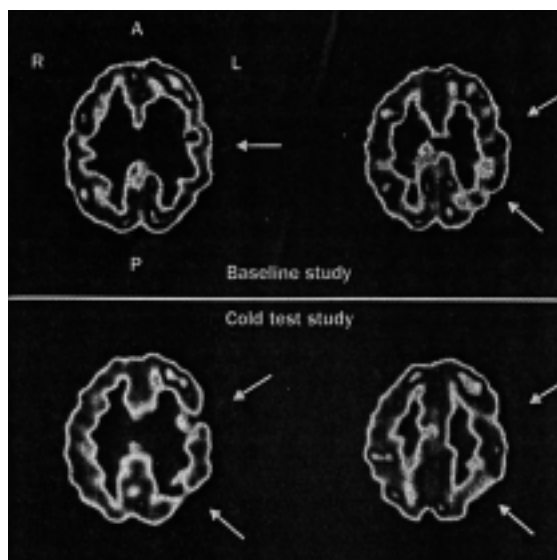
SPECT cerebrale in condizioni basali e dopo stimolo freddo in due pazienti affetti da SSc: evidente ipoperfusione in regione fronto-parietale sinistra, marcatamente accentuata dopo il test al freddo.
